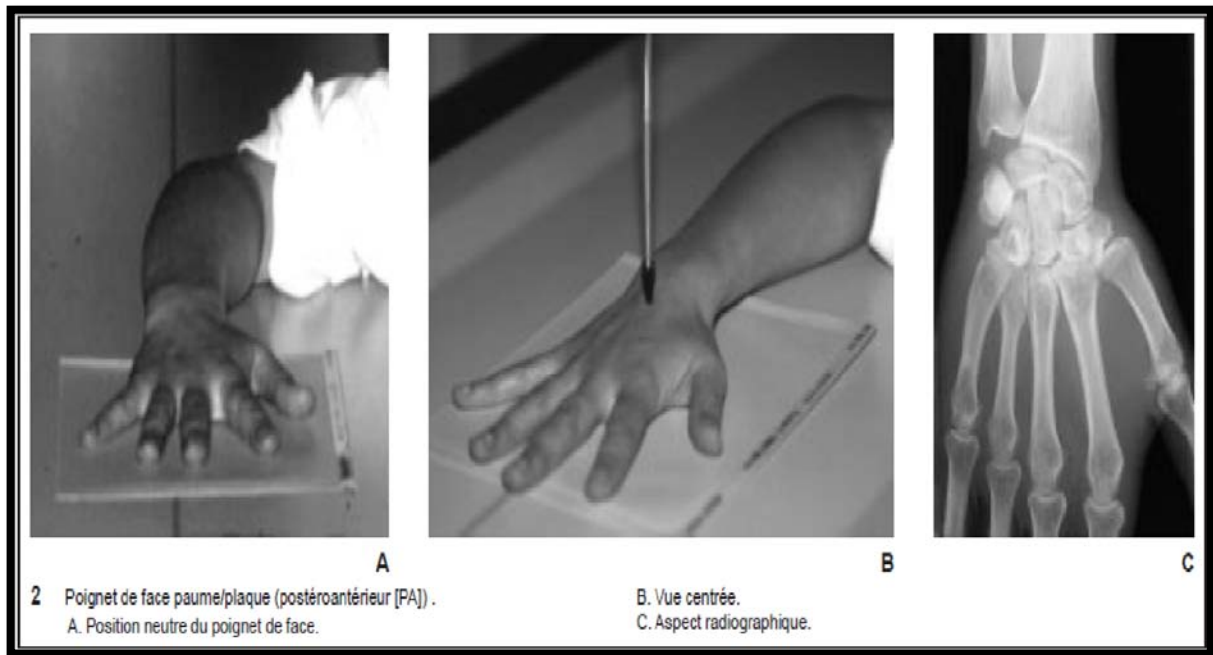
Position au cours de la réalisation de la radiographie du poignet de face [21]
